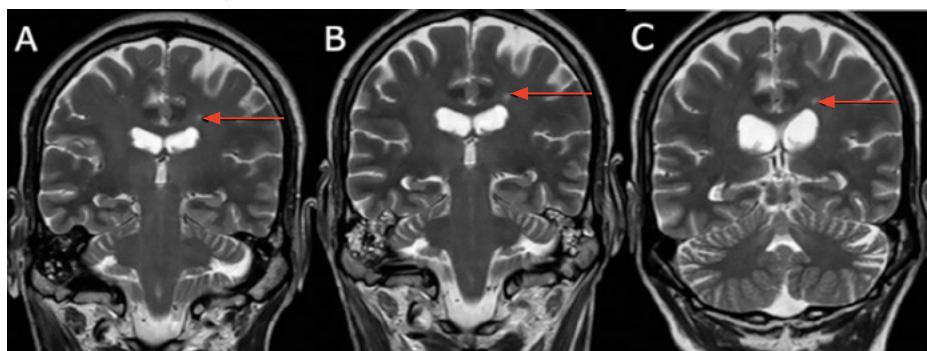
Magnetická rezonance mozku, koronární projekce
